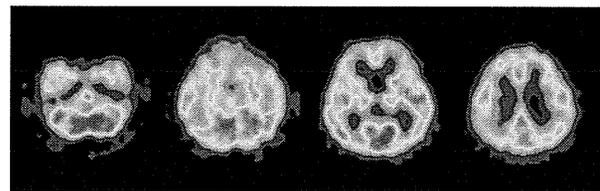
[^{15}O]H $_2\text{O}$ positron emission tomography (PET) of Case B. It showed decreased perfusion in the bilateral parietal area and inferior temporal area. Mild decreased perfusion is also observed in the posterior cingulate cortex. These findings suggested comorbid Alzheimer's disease.
